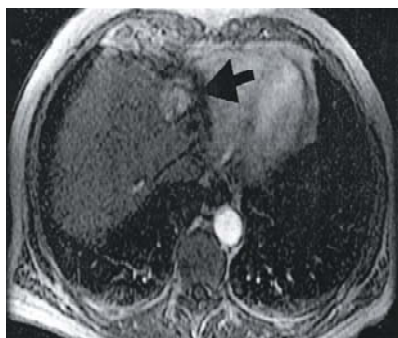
Arterial phase MRI of the liver demonstrating a subcapsular enhancing HCC.
